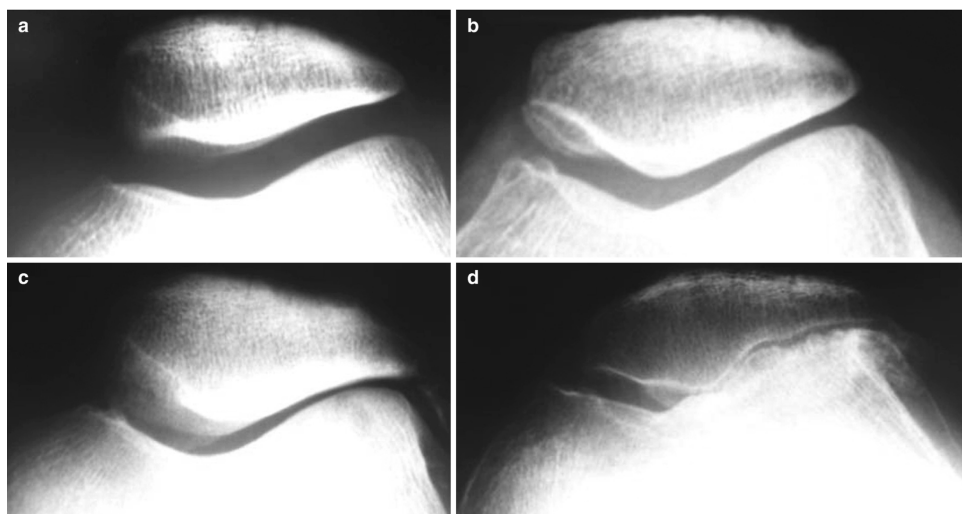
Classification radiographique d'Iwano
